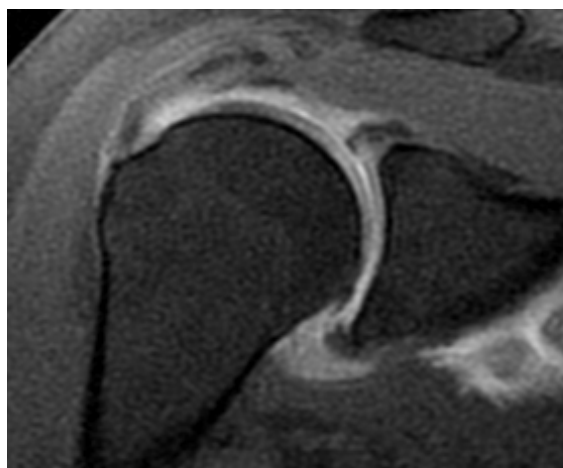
Exemple de concordance de rupture transfixiante complète du tendon supra-épineux en arthro-IRM (a : séquence coronale), arthro-scanner (b : reconstruction coronale), échographie (c et d) et arthroscopie (e et f)
